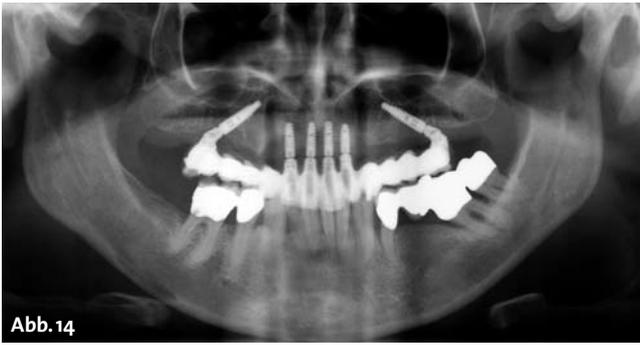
Kontrollröntgenaufnahme nach Eingliederung der definitiven Restauration. – Abb. 15: Frontalansicht der eingegliederten OK-Restauration mit gut zugänglichen Putzkanälen. – Abb. 16: Restauration von okklusal mit palatinal austretenden Schraubkanälen. – Abb. 17: Harmonisches Frontzahn- und Lippenbild.
